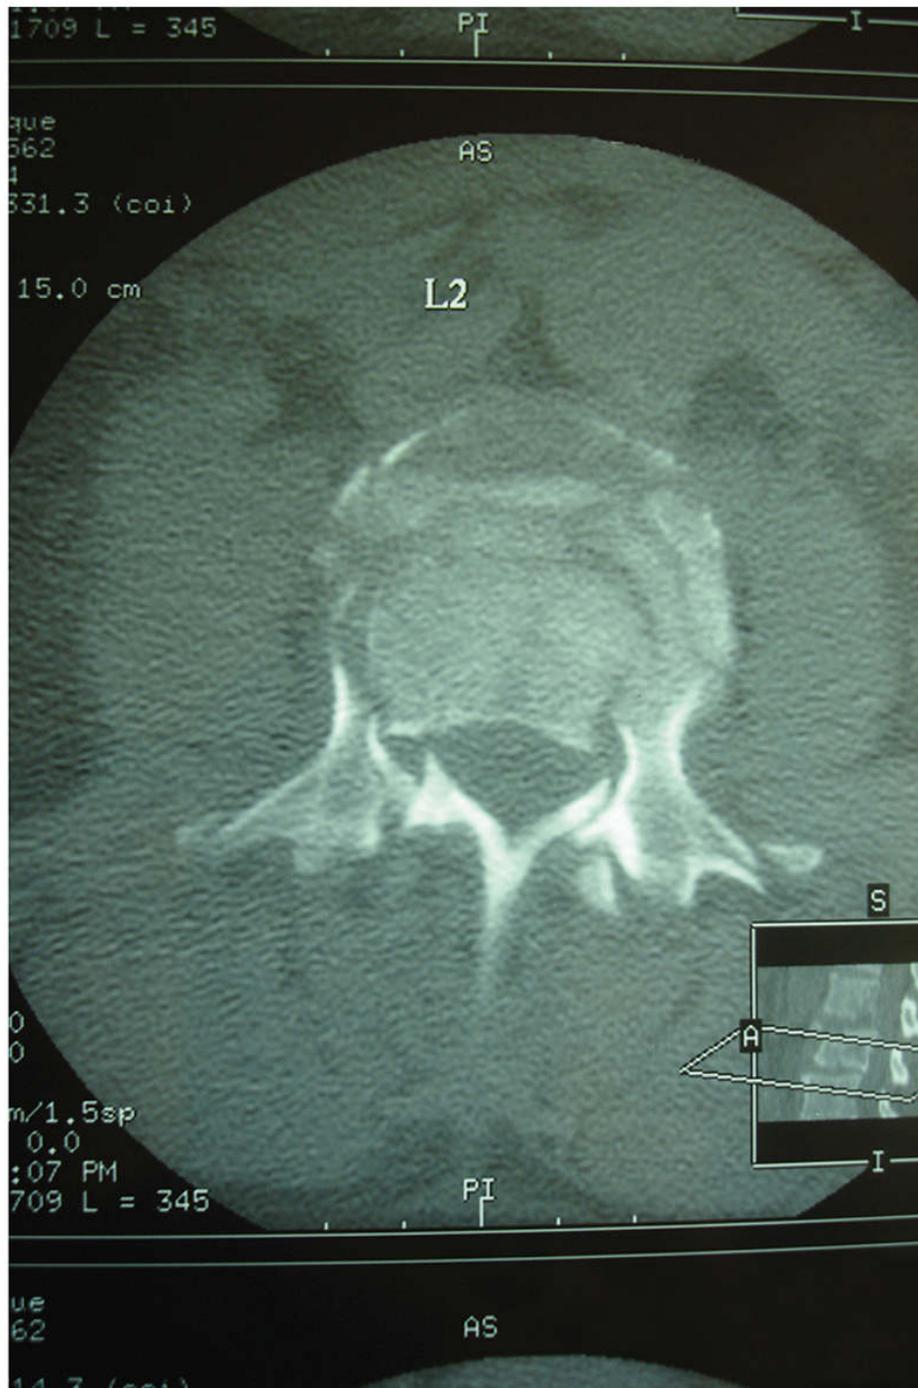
Tomografía computarizada de columna toracolumbar: fractura estallido a nivel L2 con rotura de la columna media y ocupación del canal.
